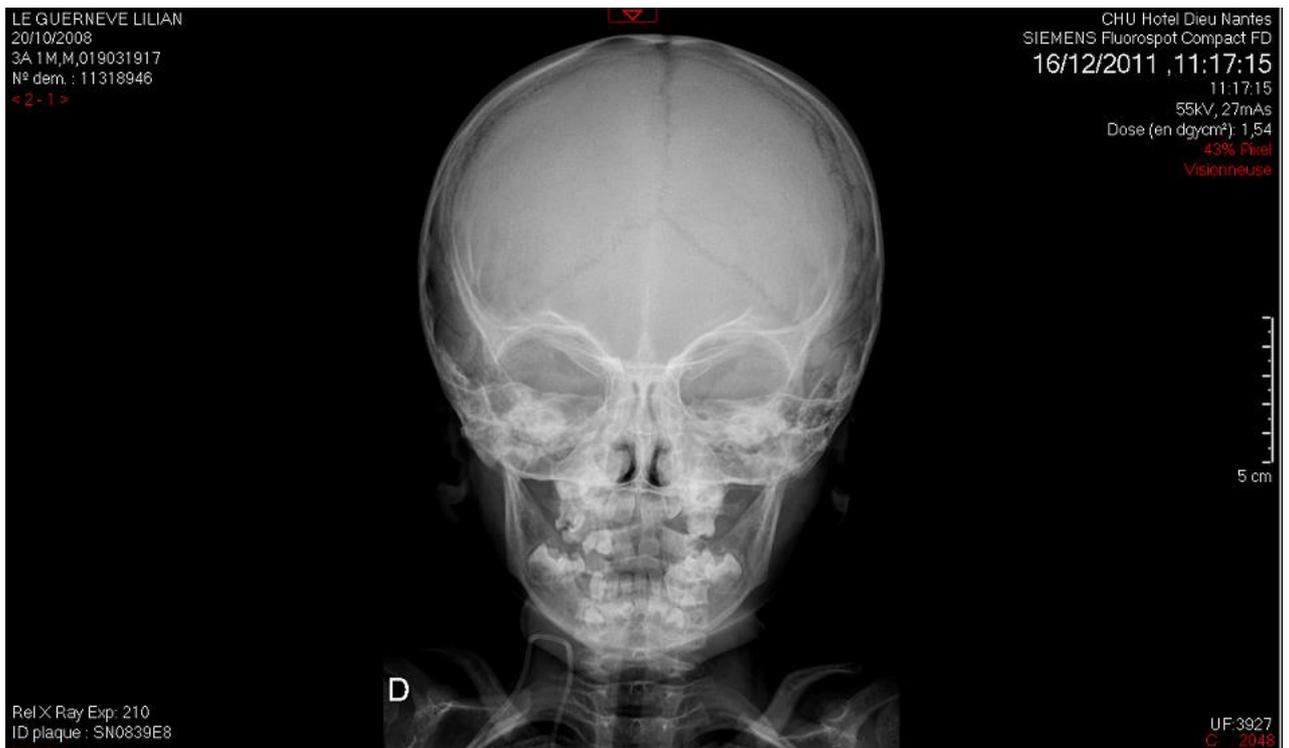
Téléradiographie de face du bilan de fin de traitement en 2011
